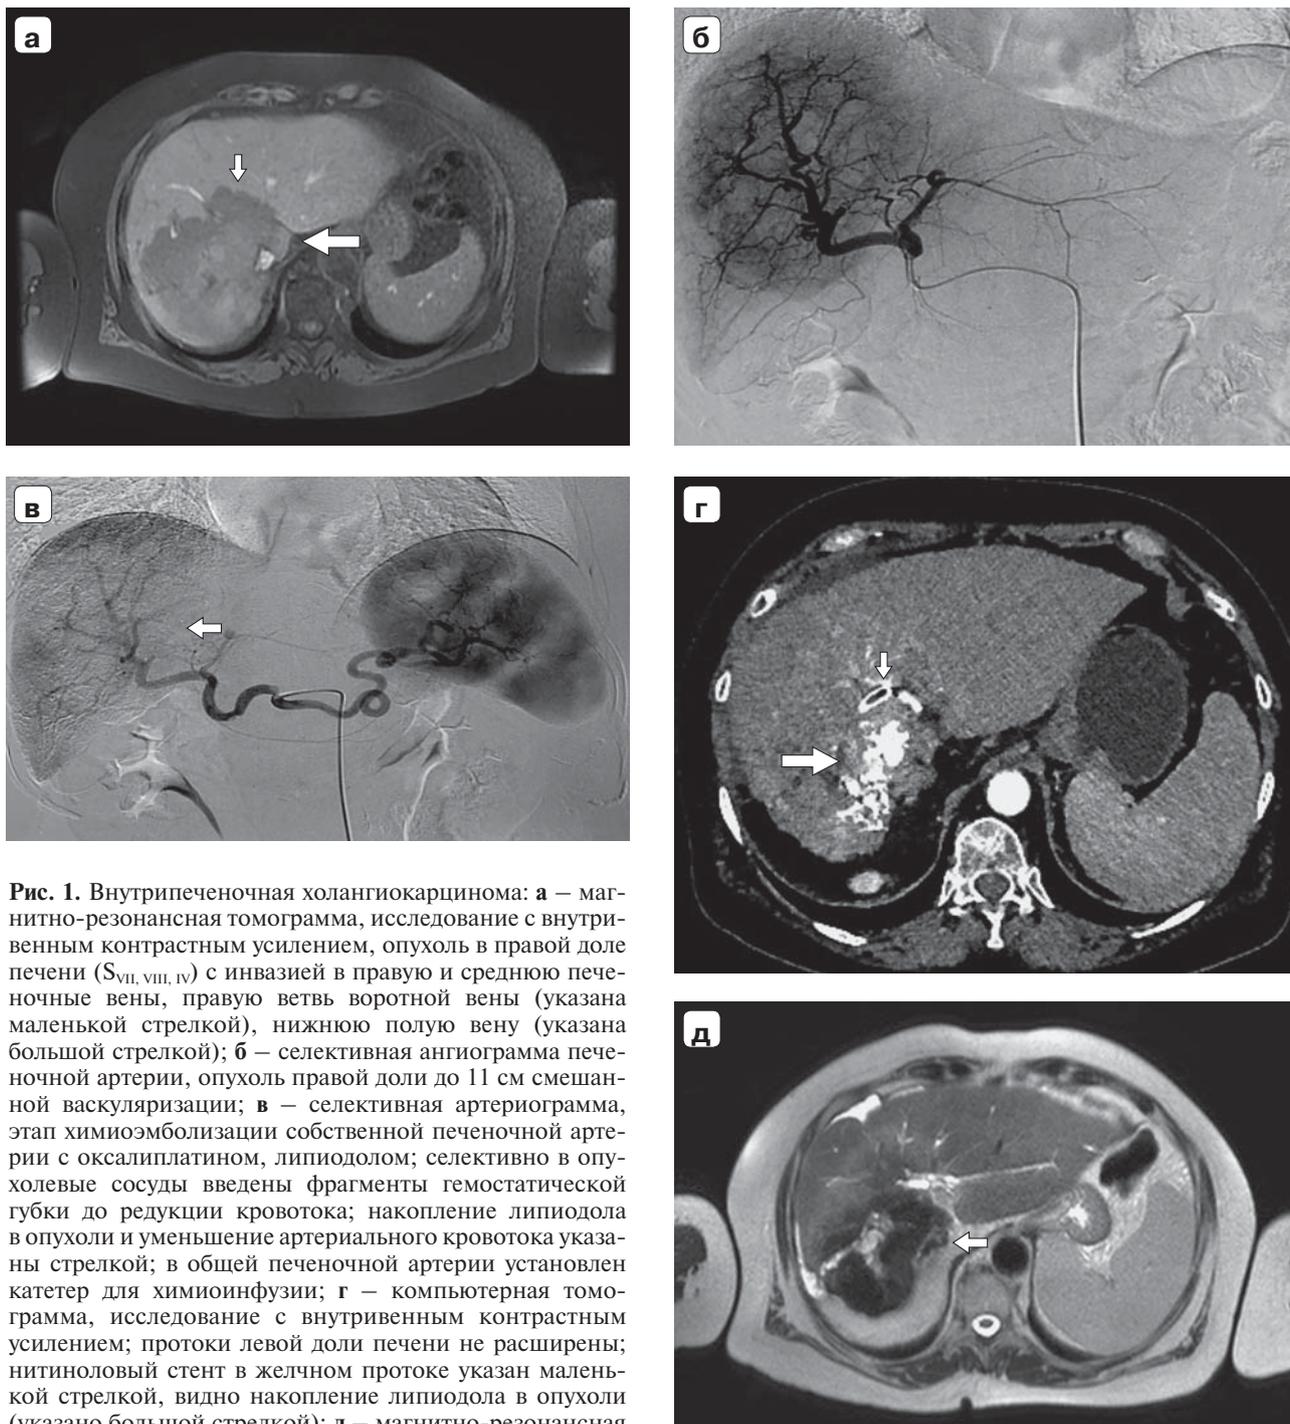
Внутрипеченочная холангиокарцинома: а – магнитно-резонансная томограмма, исследование с внутривенным контрастным усилением, опухоль в правой доле печени ($S_{VII, VIII, IV}$) с инвазией в правую и среднюю печеночные вены, правую ветвь воротной вены (указана маленькой стрелкой), нижнюю полую вену (указана большой стрелкой); б – селективная ангиограмма печеночной артерии, опухоль правой доли до 11 см смешанной васкуляризации; в – селективная артериограмма, этап химиоэмболизации собственной печеночной артерии с оксалиплатином, липиодолом; селективно в опухолевые сосуды введены фрагменты гемостатической губки до редукции кровотока; накопление липиодола в опухоли и уменьшение артериального кровотока указаны стрелкой; в общей печеночной артерии установлен катетер для химиоинфузии; г – компьютерная томограмма, исследование с внутривенным контрастным усилением; протоки левой доли печени не расширены; нитиновый стент в желчном протоке указан маленькой стрелкой, видно накопление липиодола в опухоли (указано большой стрелкой); д – магнитно-резонансная томограмма с внутривенным контрастным усилением, 8 лет от начала лечения, незначительное увеличение размеров опухоли (указана стрелкой).
